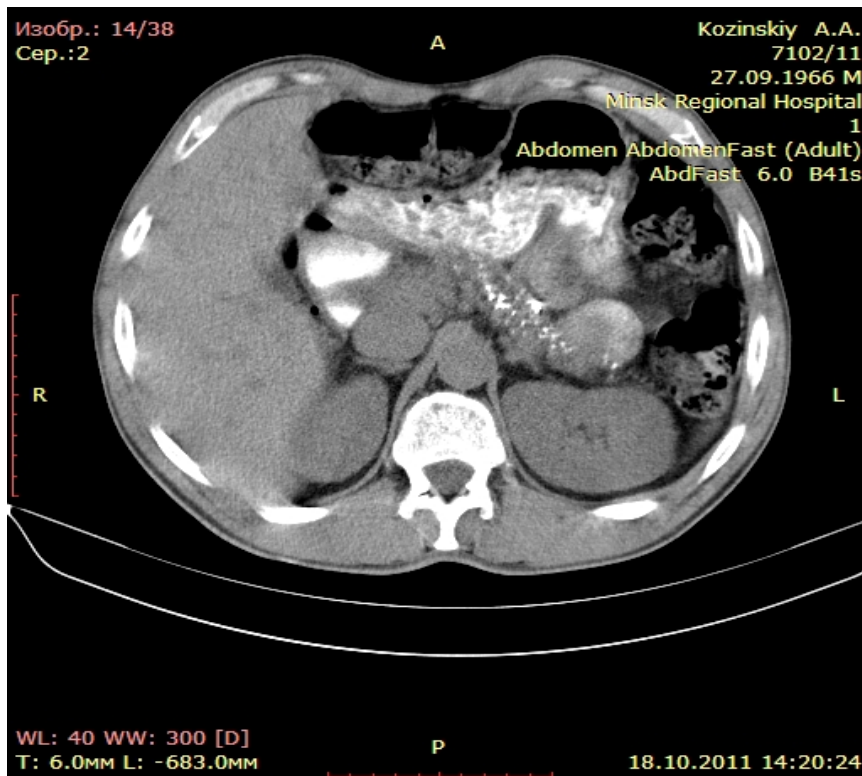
Компьютерная томография поджелудочной железы: множественные конкременты в периферических протоках
